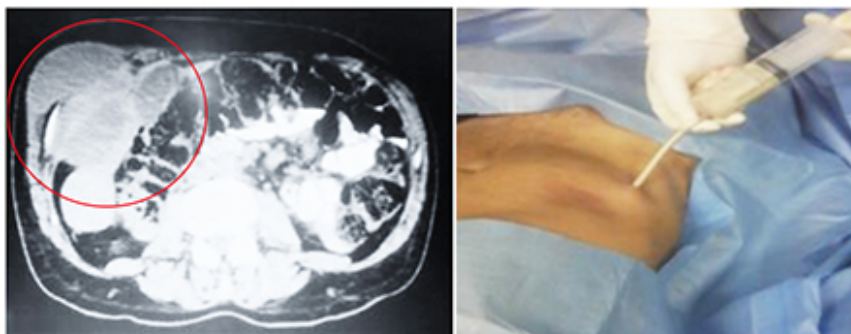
Tomografía computada abdominopelvica. Se evidencia imagen de colección (absceso) en segmentos hepático V-VII con trayecto fistuloso a pared abdominal en cuadrante anterosuperior derecho (círculo rojo). Drenaje percutáneo guiado por TC drenándose 100cc aproximadamente de secreción seropurulenta de color amarillenta marrón.
